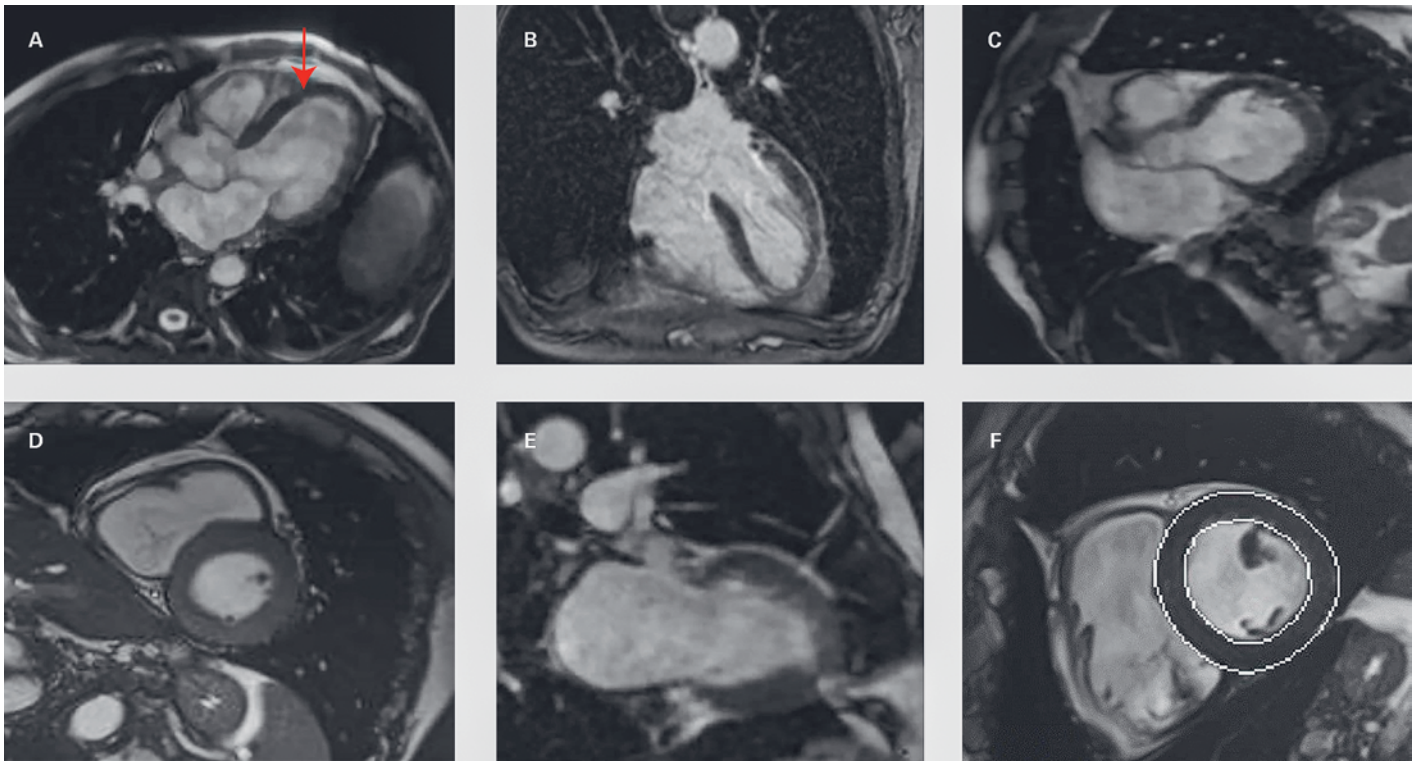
A–F) Magnetresonanztomogramm-(MRT-)Bilder zeigen die Hämosiderose in verschiedenen Schnittebenen (axial [A, D], koronal [B, E], sagittal [C, F]) des Herzens (Pfeil). Herz-MRT, T2*-Mapping-Sequenz (für Normalwerte >20 ms: Werte auf 8 ms verringert).
